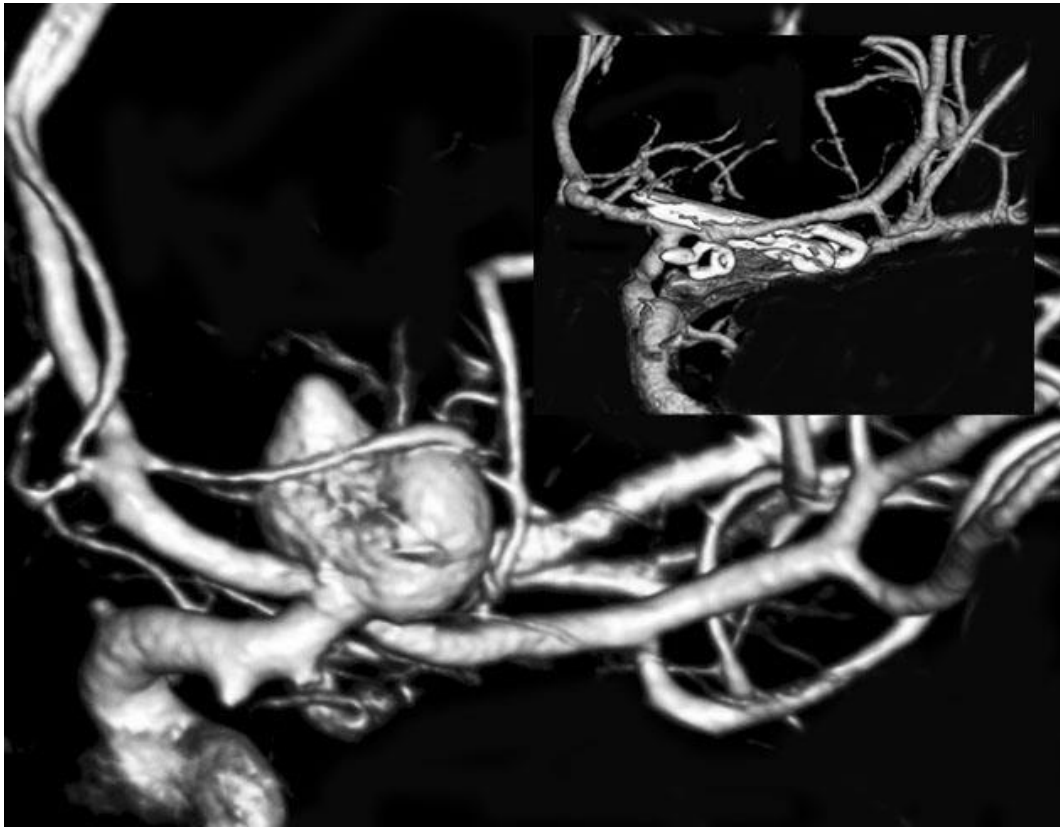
一例典型的 ICA 分叉部动脉瘤，穿支血管绕着瘤顶走形。插图为术后 CTA，可见术中使用了串联夹闭技术，同期夹闭一个小的脉络前动脉瘤。
